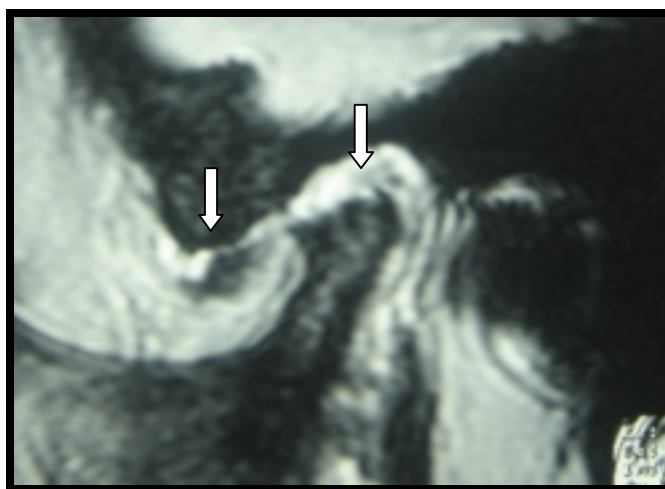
IRM da ATM, no plano parassagital, setas mostrando o disco deformado deslocado anteriormente, com achatamento da cabeça da mandíbula, caracterizando a osteoartrose. Fonte: Tese.
